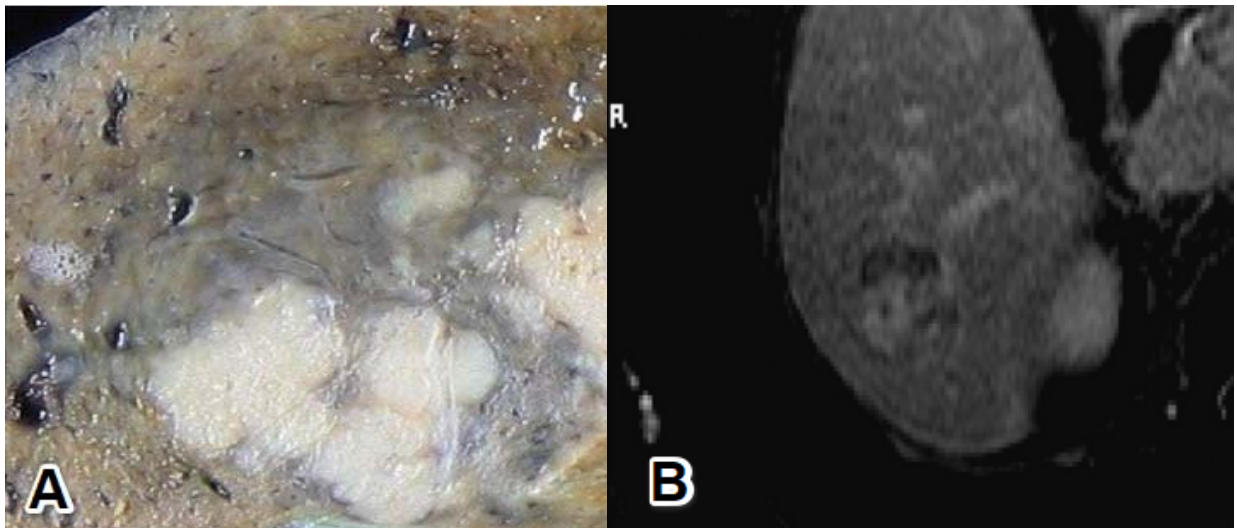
Carcinome hépatocellulaire fibrolamellaire : corrélation IRM-Anatomopathologie [56]
